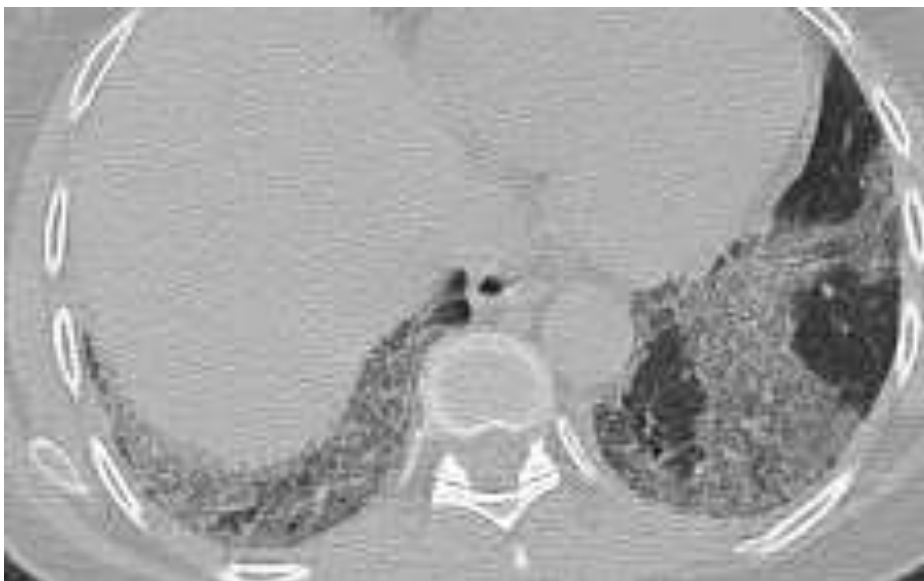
Pneumopathie interstitielle non spécifique dans le cadre d'un syndrome des anti synthétases. La TDM thoracique axiale montre des plages en verre dépoli associées à des réticulations intra lobulaires de topographie sous pleurale et postéro basale. Noter également une bronchectasie par traction associée au niveau du lobe inférieur droit.
